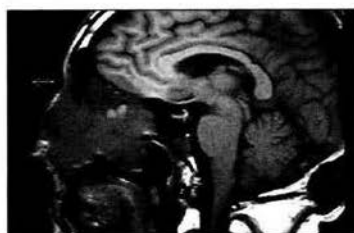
Resonancia Magnética Nuclear. Gran tumoración que abarca cavidad nasal y orbita.
